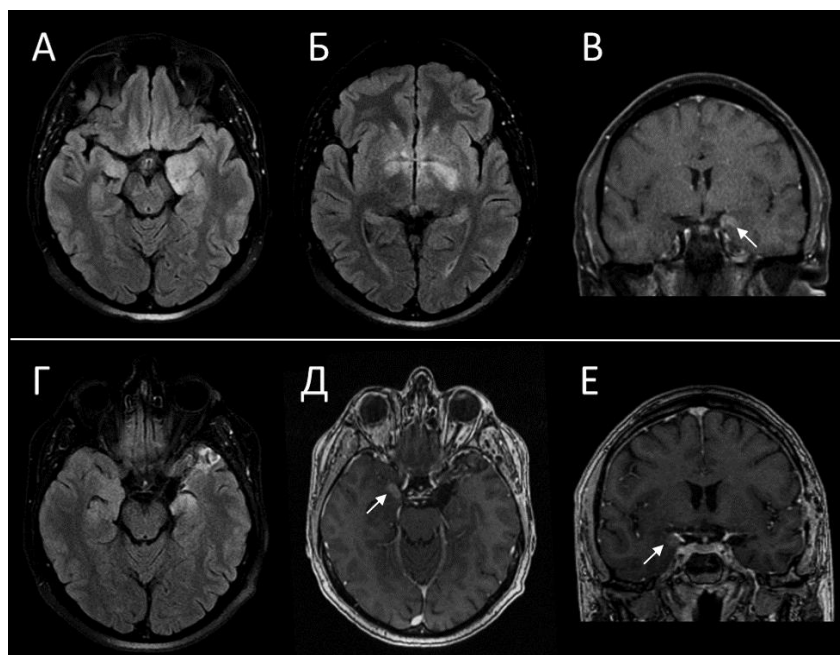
МРТ головного мозга пациента КАС. А-В – 1-й клинический эпизод: А, Б (T2-FLAIR, аксиальный срез) – асимметричные (S>D) зоны повышения МР-сигнала без четких контуров в медиобазальных отделах височных долей, в проекции базальных ганглиев; В (T1+C, коронарный срез) – «глыбчатое» накопление КВ в медиальных отделах левой височной доли (стрелка). Г-Д – 2-й
